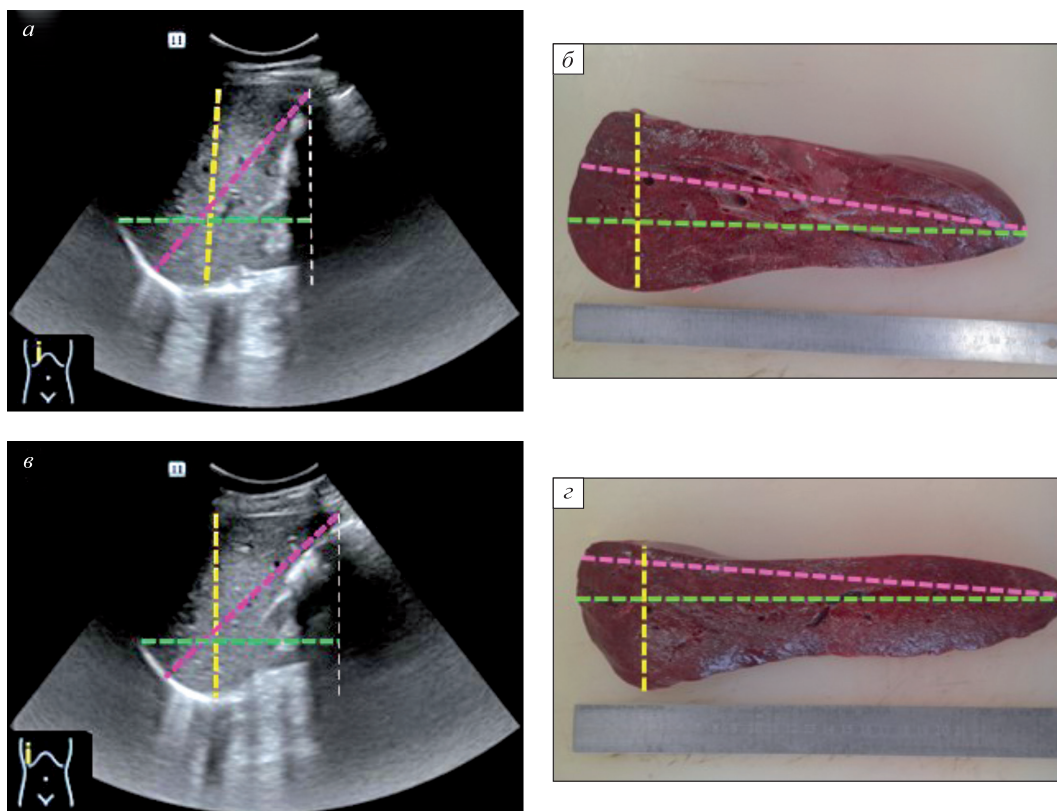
Сопоставление измерений правой функциональной доли печени при УЗИ при продольном положении датчика по правой СКЛ и по разрезу после вскрытия, максимально ему соответствующему (а, б), и при положении датчика по правой ППЛ и по разрезу после вскрытия, максимально ему соответствующему (в, г). Желтым цветом обозначен ПЗР, зеленым – ККР, розовым – КККР max. На эхограммах белым пунктиром показана вспомогательная линия для измерения ККР
